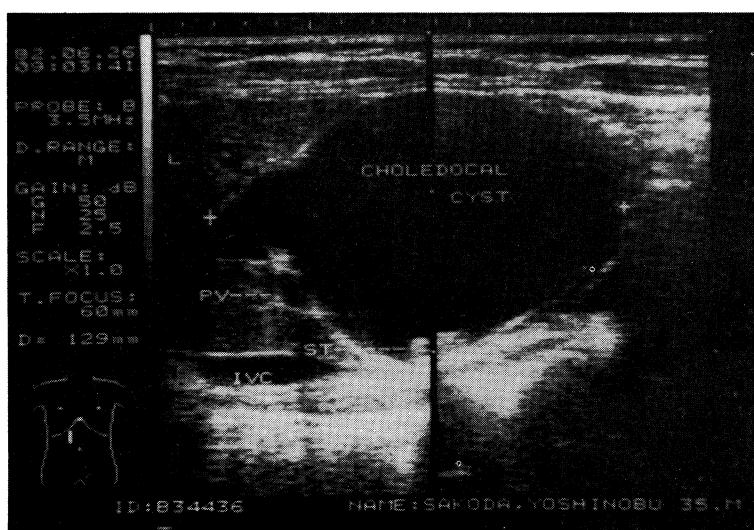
Ultrasonogram shows the large choledochal cyst beneath the liver, and strong echo in it.
